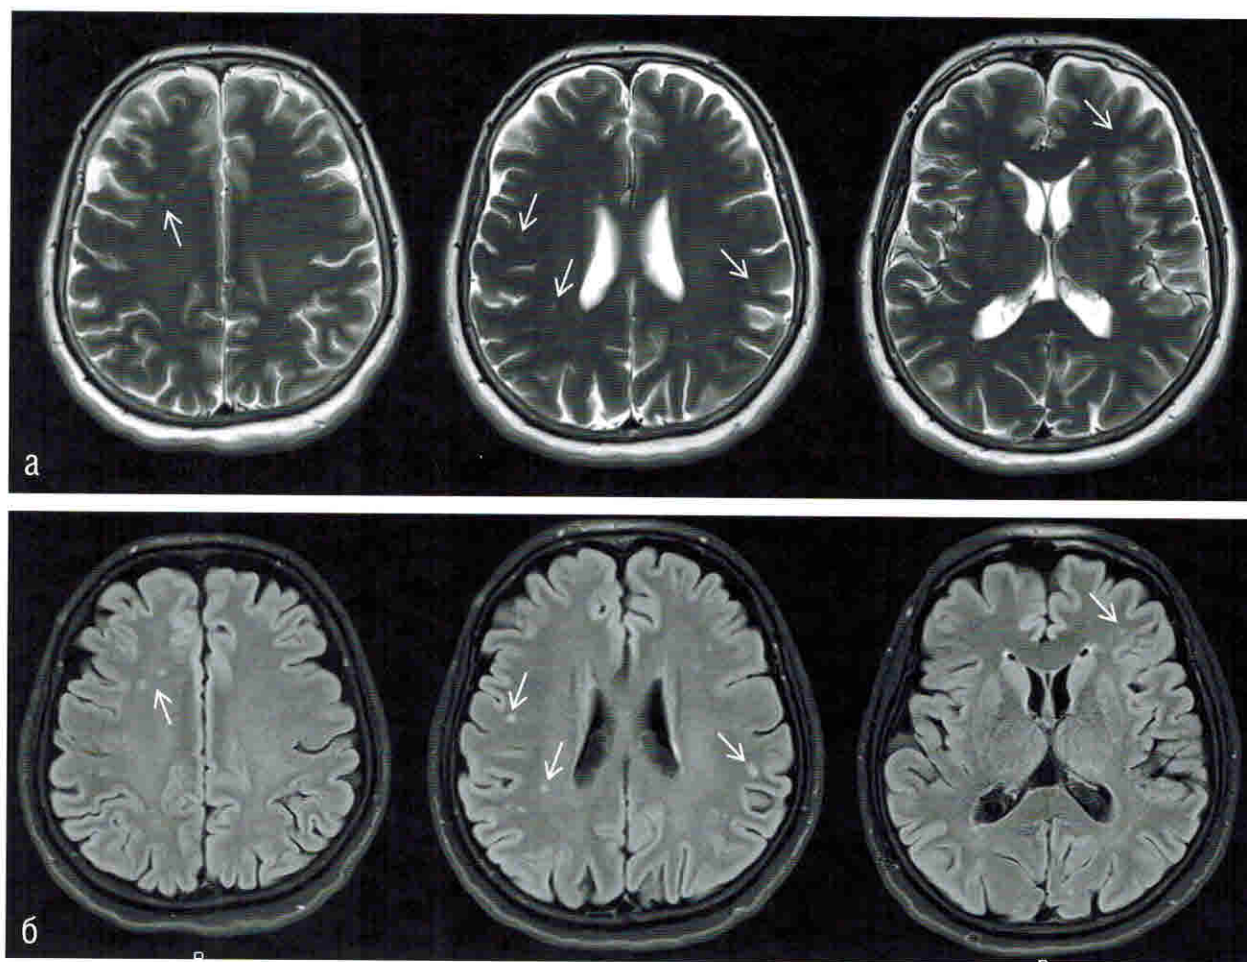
Пациентка 63 лет, жалобы на головные боли. В субкортикальных отделах белого вещества обоих полушарий большого мозга, преимущественно в лобных долях, определяются небольшие многочисленные очаги повышенной интенсивности МР-сигнала в режимах T2 (а) и FLAIR (б) (некоторые указаны стрелками). МР-изменения соответствуют F1 по шкале Fazekas.
